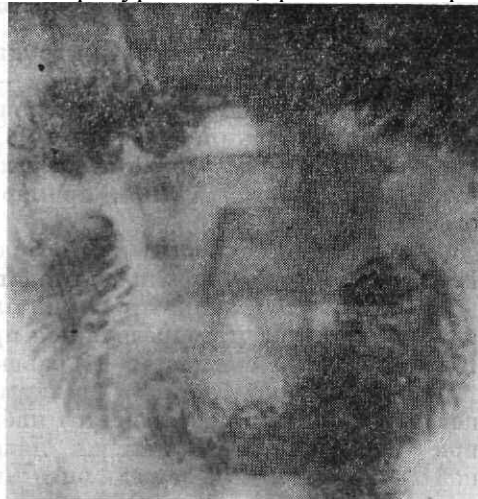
Рентгенограмма тонкой кишки в прямой передней проекции. Изменение направления складок слизистой оболочки, обусловленное перистальтикой.
